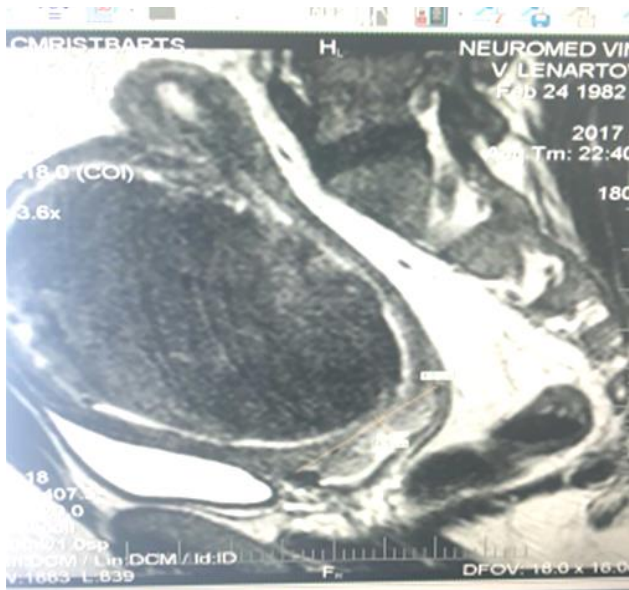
МРТ. Шийкове розташування вузла, розміром 10 см, при якому була застосована ЕМА.
